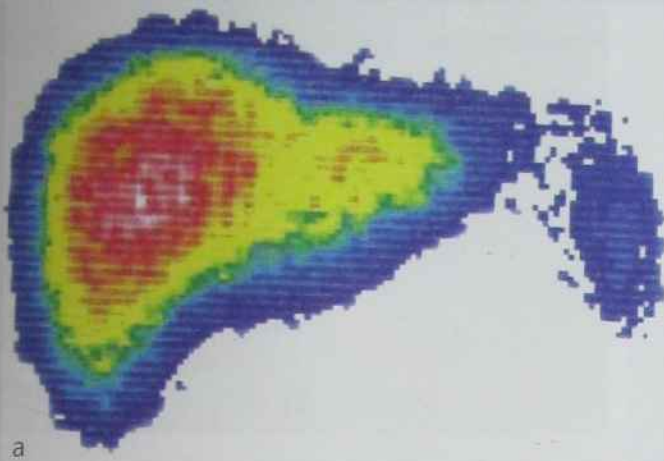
Сцинтиграма печінки: а) норма, б) цироз печінки
